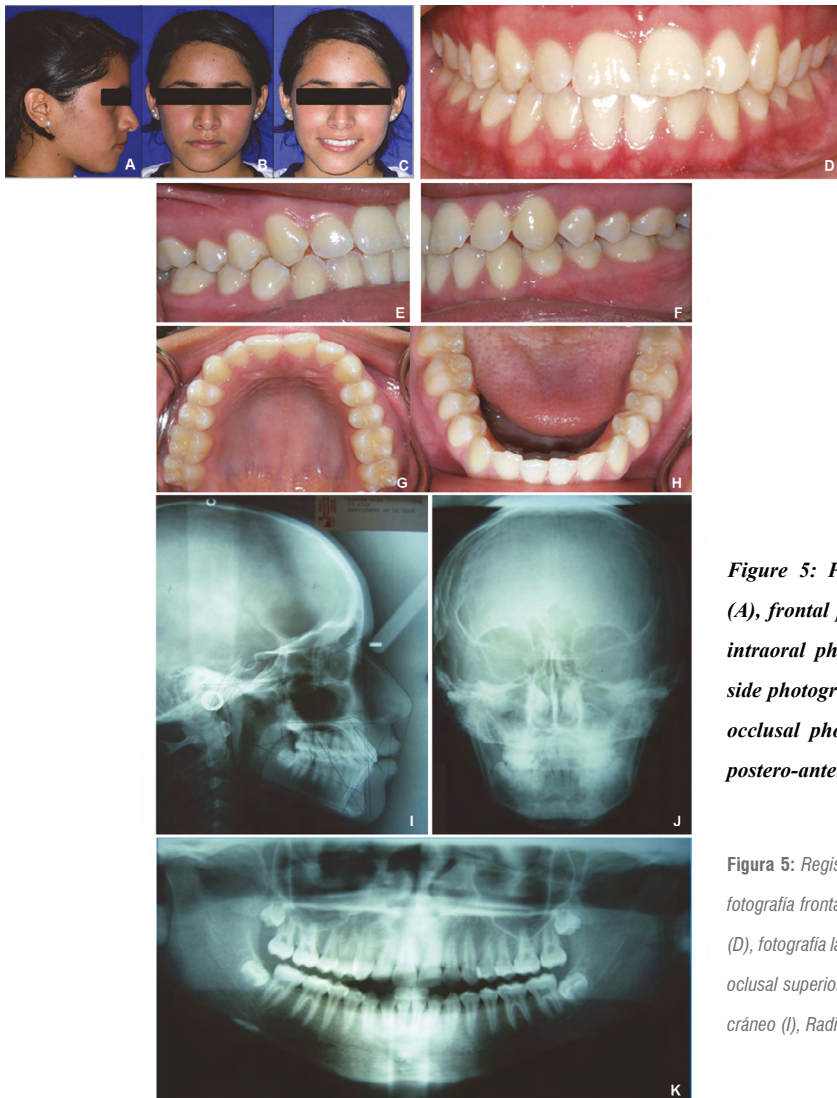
Patient #2 initial records. Profile photograph (A), frontal photograph (B), smile photograph (C), frontal intraoral photograph (D), right side photograph (E), left side photograph (F), upper occlusal photograph (G), lower occlusal photograph (H). Lateral X-ray of the skull (I), postero-anterior radiograph (J), panoramic X-ray (K)
